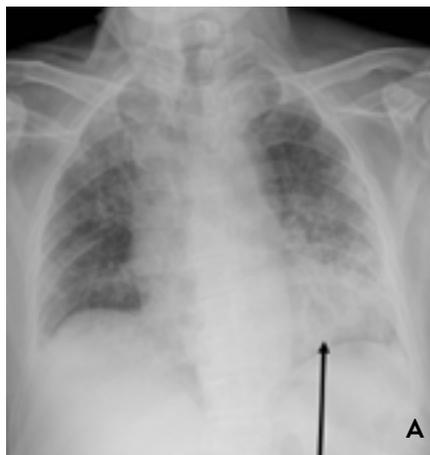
Un homme de 40 ans, diabétique, présente depuis une semaine une forte fièvre, accompagnée de toux et d'expectorations. Il y a une suspicion clinique de pneumonie à gauche. Une radiographie thoracique de face (A) confirme une opacité pulmonaire dans le lobe inférieur gauche. Au vu des pics fébriles extrêmes (jusqu'à 43°C), on procède également à un CT-scan. Celui-ci confirme une pneumonie lobaire dans le lobe inférieur gauche avec bronchogramme aérique (B), sans formation de cavité et avec un épanchement pleural réactionnel minime (C, pointes de flèches). Il n'y a pas d'image radiologique indiquant une infection fongique ou une autre complication. Un échantillon des expectorations révèle une croissance massive de Streptocoques.
